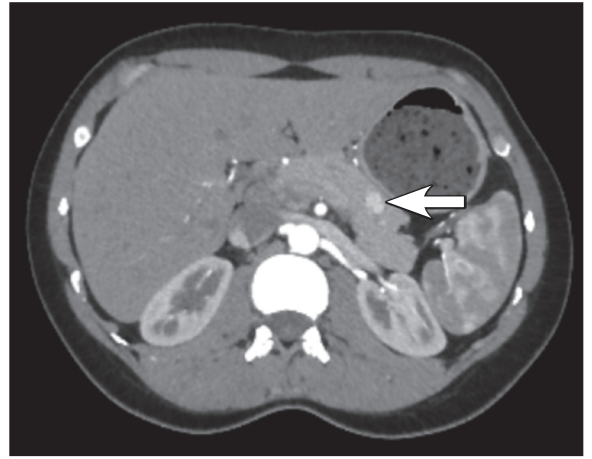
Мультиспиральная компьютерная томография с контрастным усилением. Опухоль хвоста поджелудочной железы (указана стрелкой): аксиальный срез, артериальная фаза
